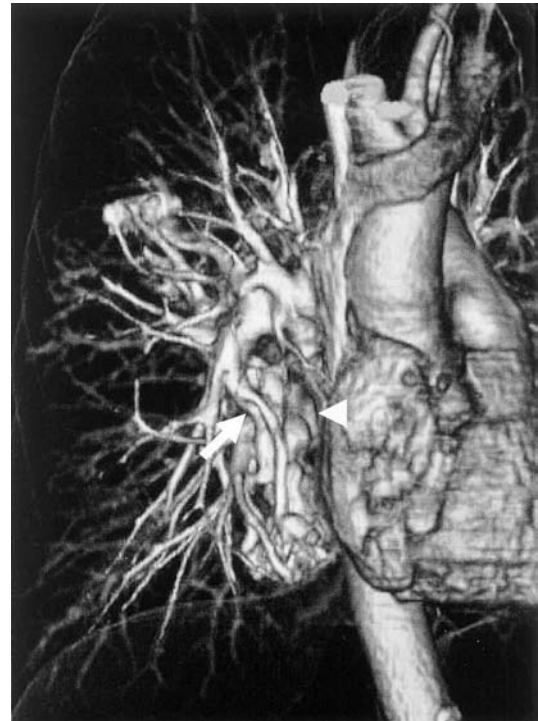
3D-CT image indicating the direct connection between the right A⁸ (arrow) and inferior pulmonary vein (arrowhead).
